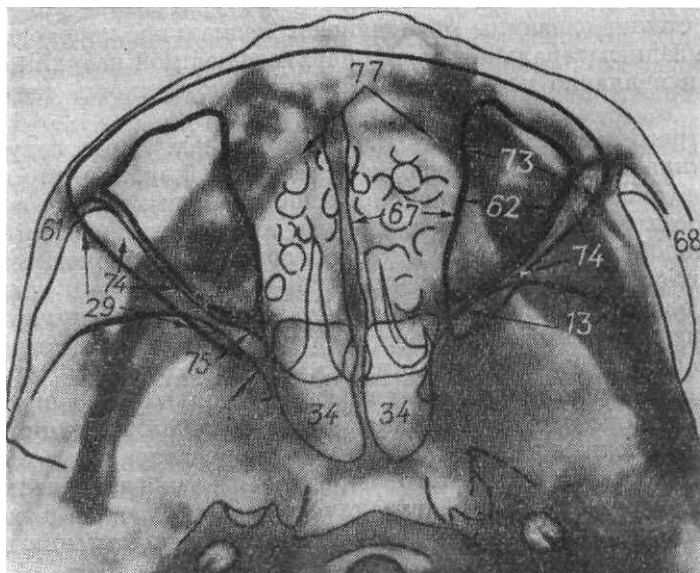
Рентгенограмма черепа в аксиальной проекции.
